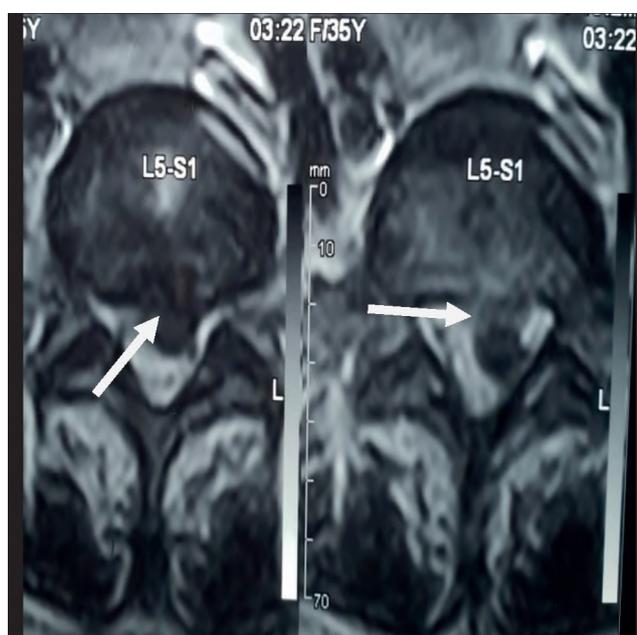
Аксиальный срез МРТ ПОП
